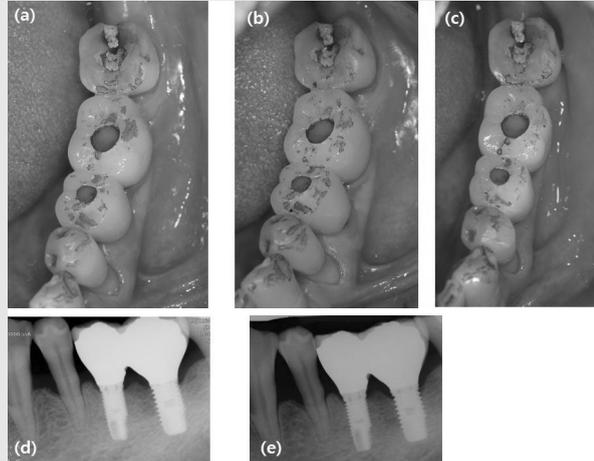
Food impaction related with mobility of adjacent tooth. (a) Mobility of mesial natural tooth induces the proximal food impaction. However, it could not be detected due to the tooth mobility. (b) Occlusal contacts after limiting the tooth mobility. Note the working contacts were lied on two planes of buccal cusp of lower premolar. (c) Occlusal adjustment for working guidance by the buccal cusp only. (d) Radiographic images before occlusal adjustment. (e) Without adding the proximal contact, the food impaction were disappeared and tight proximal contacts were gained after 6 months.
